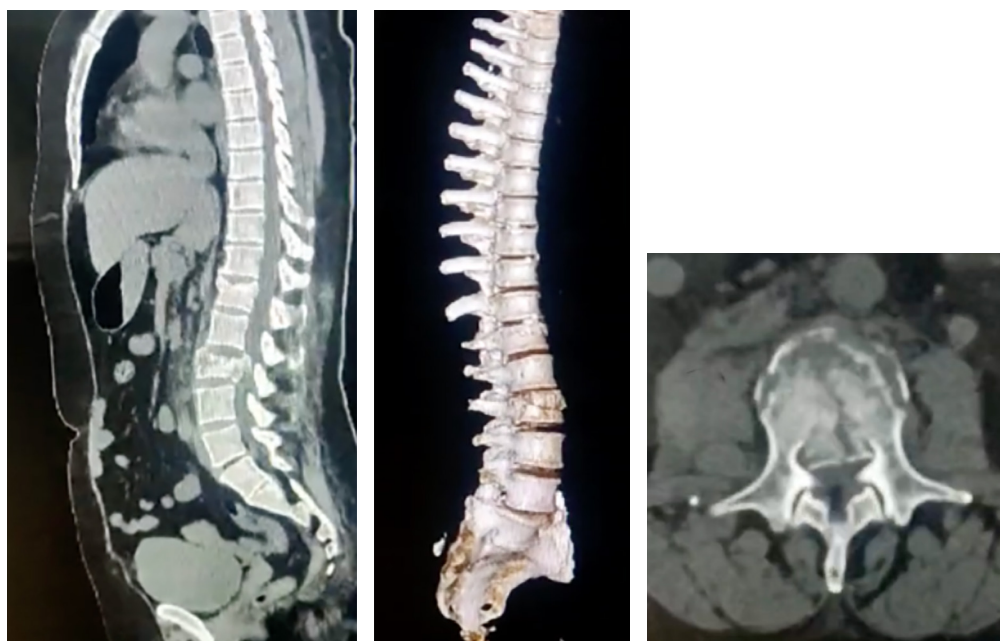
Tomografía simple de columna toracolumbar en corte sagital, con fractura por compresión a nivel L1 y L2. Reconstrucción 3D, en donde se visualizan fracturas lumbares. Corte axial a nivel de L3, con fractura por compresión.
